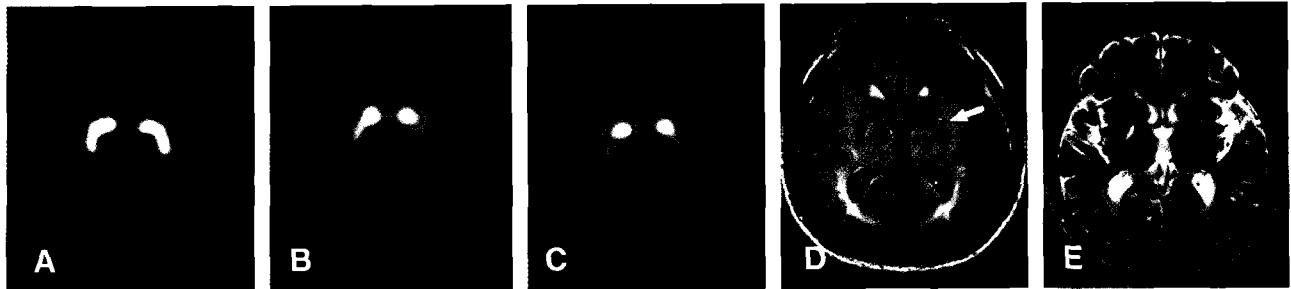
DAT imaging (^{123}I -FP-CIT) in (A) normal control, (B) Parkinson disease (C) vascular parkinsonism. In vascular parkinsonism, DAT SPECT can show reduced uptake in the area of basal ganglia, which corresponds with the focal chronic infarct with multiple microbleed lesions on flair and T2 MRI (D),(E)
